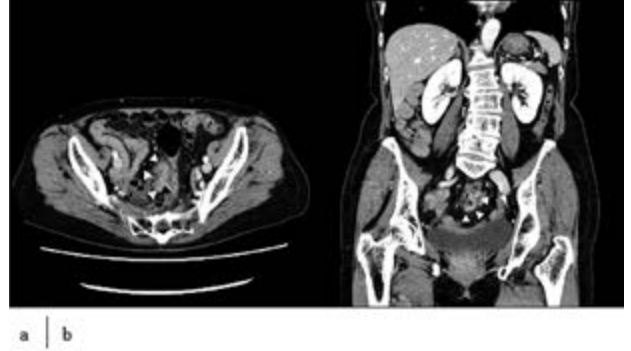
腹部造影CT検査. (a: 水平断, b: 冠状断)
